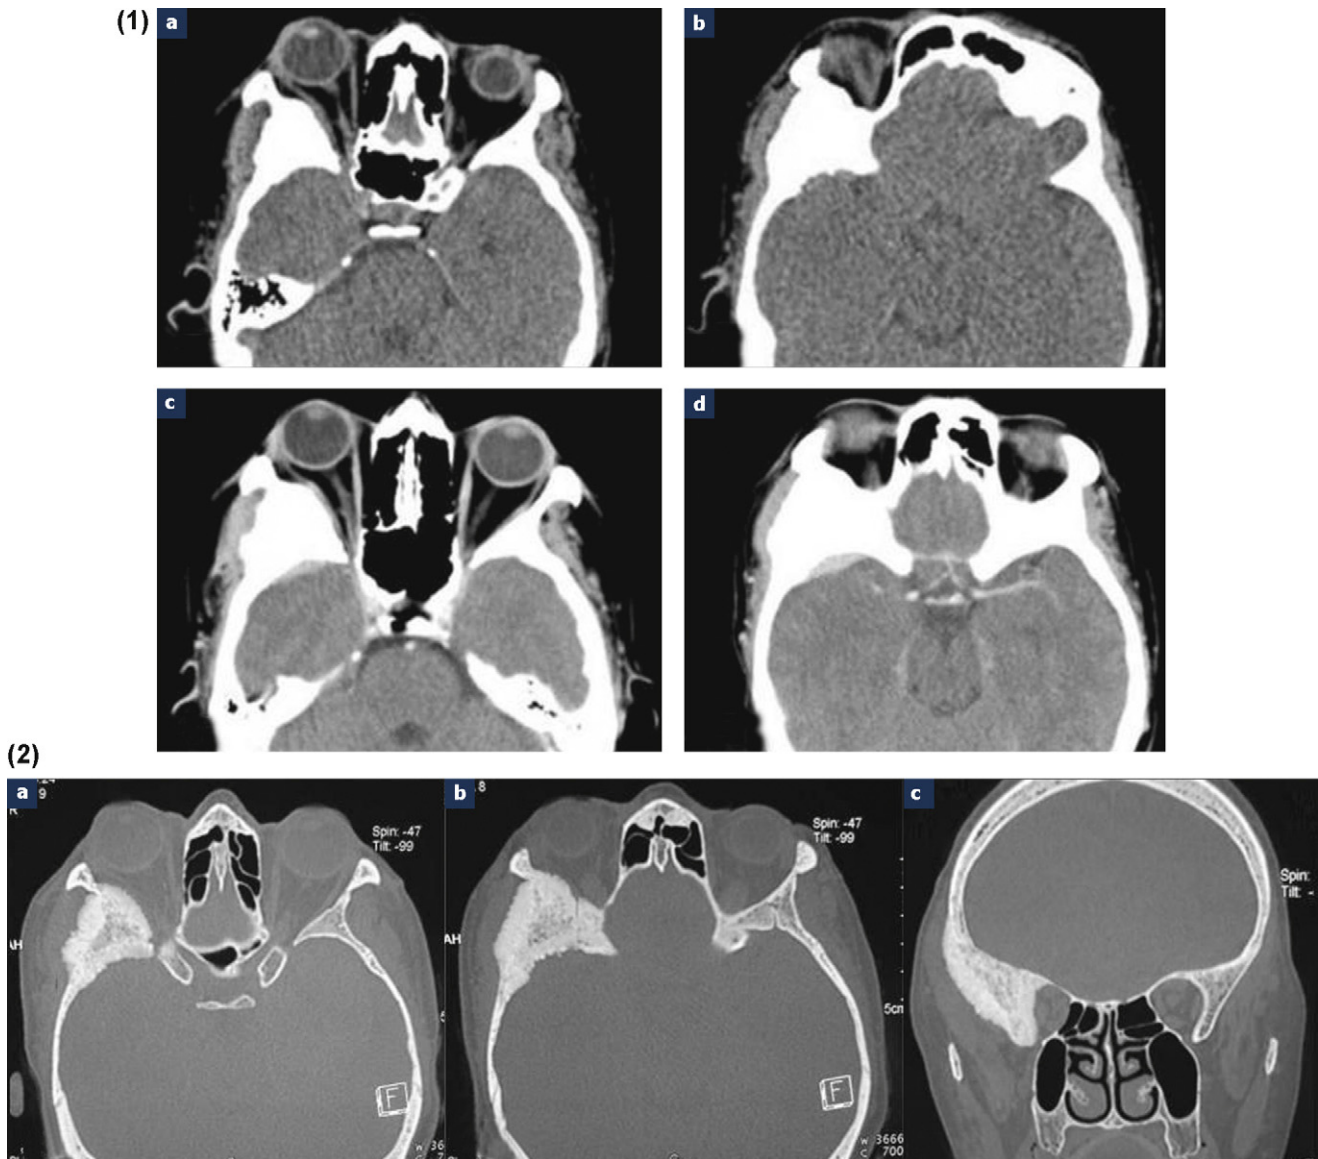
Cas 1 : TDM encéphalique centrée sur la région orbitotemporale, avant (1a, 1b) et après injection (1c, 1d), en fenêtres parenchymateuses et osseuses (2a–2c) : épaissement et condensation du ptérier droit, avec spiculation des tables internes et externes. Exophtalmie grade I. Rehaussement méningé en regard de l'os condensé.
